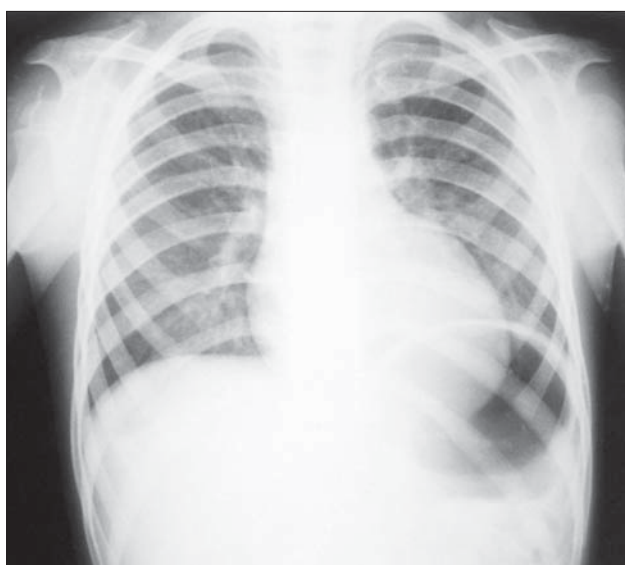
Stenoza aortică. 5 ani. Radiografie toracică PA. Arcul II stâng concav. Butonul aortic dilatat. Hipertrofie de ventricul stâng.
